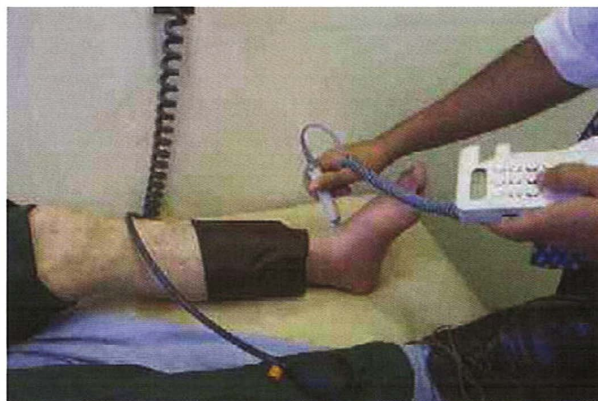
Un Doppler portabil cu undă continuă este un instrument ieftin care poate fi utilizat pentru a evalua calitatea semnalelor arteriale și pentru a măsura presiunile arteriale ale gleznei sau ale brațului.
